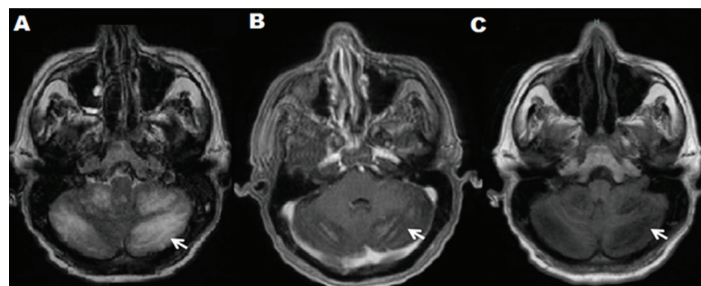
A- B-D: RMN Contrastada. A: RMN en corte Axial T2 Flair; lesión cerebelosa hiperintensa difusa bilateral de predominio derecho. B: Lesión cerebelosa hipointensa difusa con marcado realce con el contraste, en corte Axial T1 más contraste. C: Lesión cerebelosa hipointensa difusa sin evidencia de nódulo ni absceso, en corte Axial T1 Flair.
